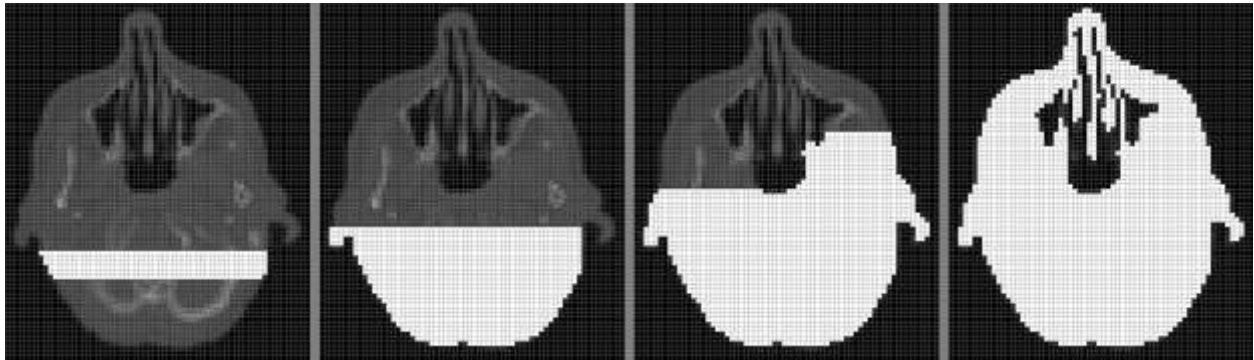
Етапи виділення тканин голови пацієнта на КТ-знімках
